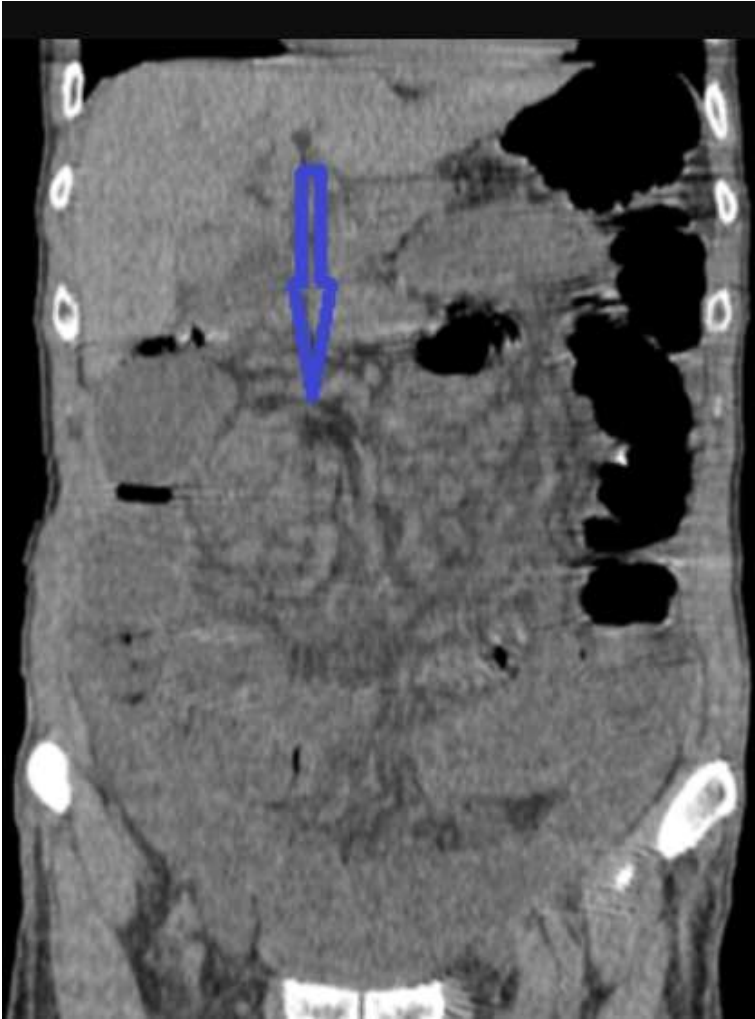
TDM, coupe coronale montrant l'image en tourbillon
